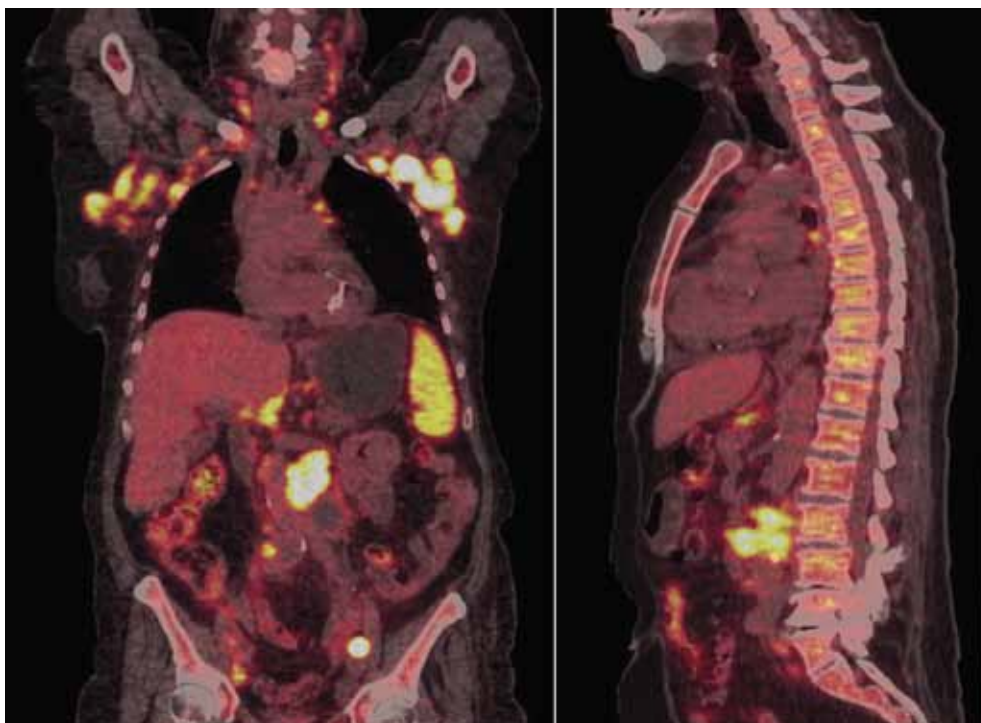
Больной П., 77 лет. Диагноз: фолликулярная лимфома с поражением периферических и забрюшинных лимфоузлов. ПЭТ/КТ: визуализируются множественные гиперметаболические увеличенные лимфатические узлы (шейные, над- и подключичные, подмышечные, всех групп средостения, прикорневой лимфоузел справа, парастеральный справа на уровне VI ребра, верхнего этажа брюшной полости, множественные забрюшинные, парааортальные, подвздошные, паховые) $SUV_{max}=6,55-28,57$. Селезенка размерами $11,4 \times 6,2 \times 11,4$ см, с диффузным гиперметаболизмом $SUV_{max}=9,2$. Диффузное повышенное накопление ^{18}F -ФДГ ($SUV_{max}=5,44$) в костях скелета (в позвонках, лопатках, костях таза, бедренных костях), без структурных изменений на КТ.
